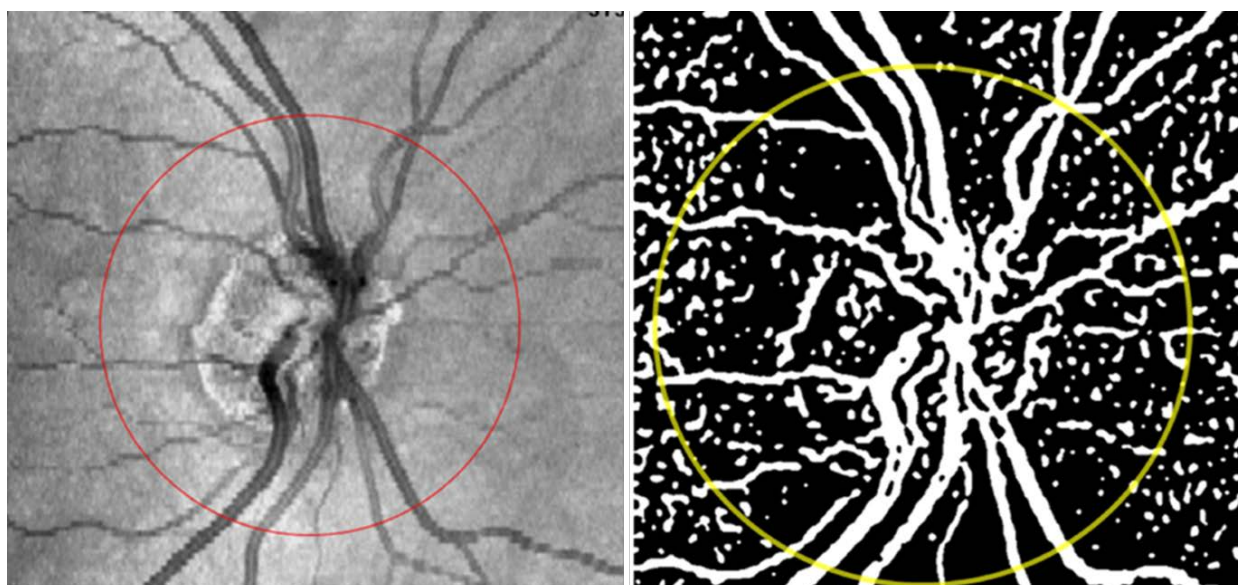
Томограмма сетчатки (en-face изображение). Скелетизация сосудистой сети и измерение СДА и СДВ в перипапиллярной области
